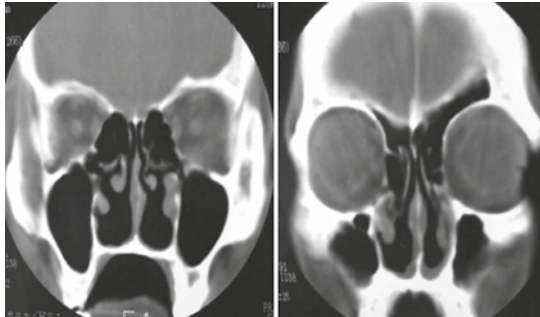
Tomografía de nariz y de senos paranasales, cortes coronales: cambios la mucosa nasal característicos de la fase granulomatosa.
